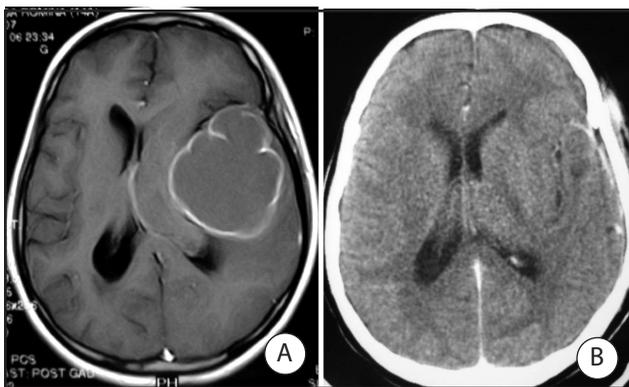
Caso 2. MTS de ameloblastoma submaxilar. A. IRM: MTS de ameloblastoma. B. TAC postquirúrgica
